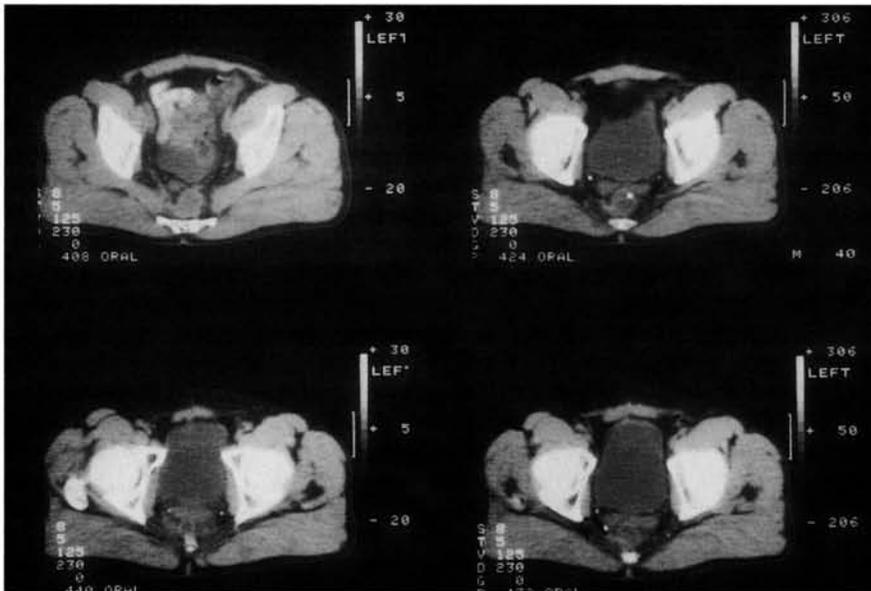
Computertomographie: kl. Becken mit Rezidiv eines Rektumkarzinoms vor der Behandlung
